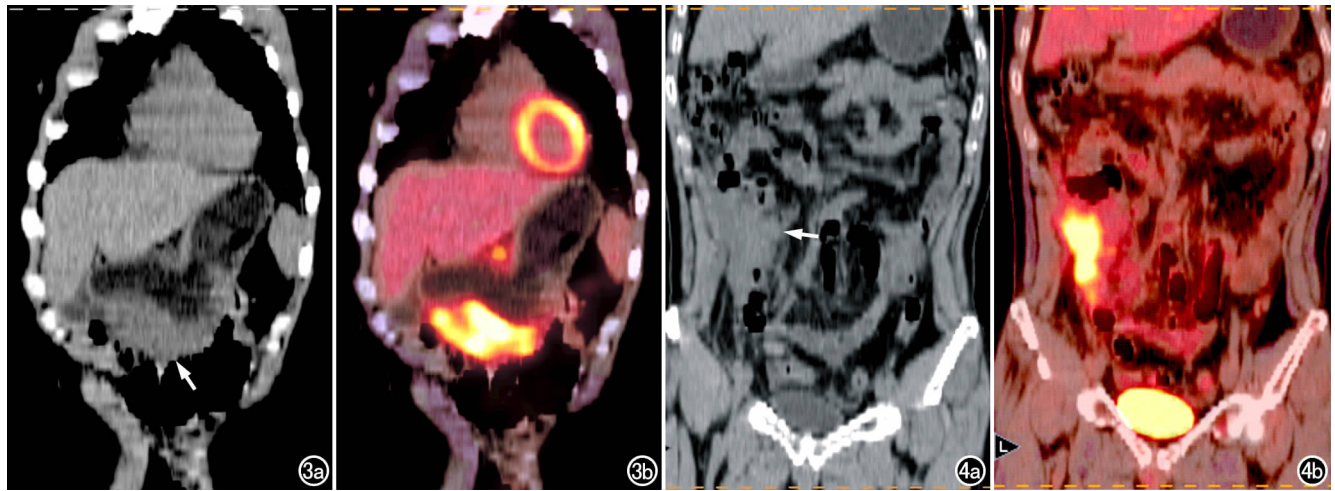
横结肠 T 细胞性淋巴瘤术后 3 个月。a) 冠状面 CT 示胃壁广泛浸润增厚(箭); b) 冠状面融合图示胃壁 FDG 代谢增高。
